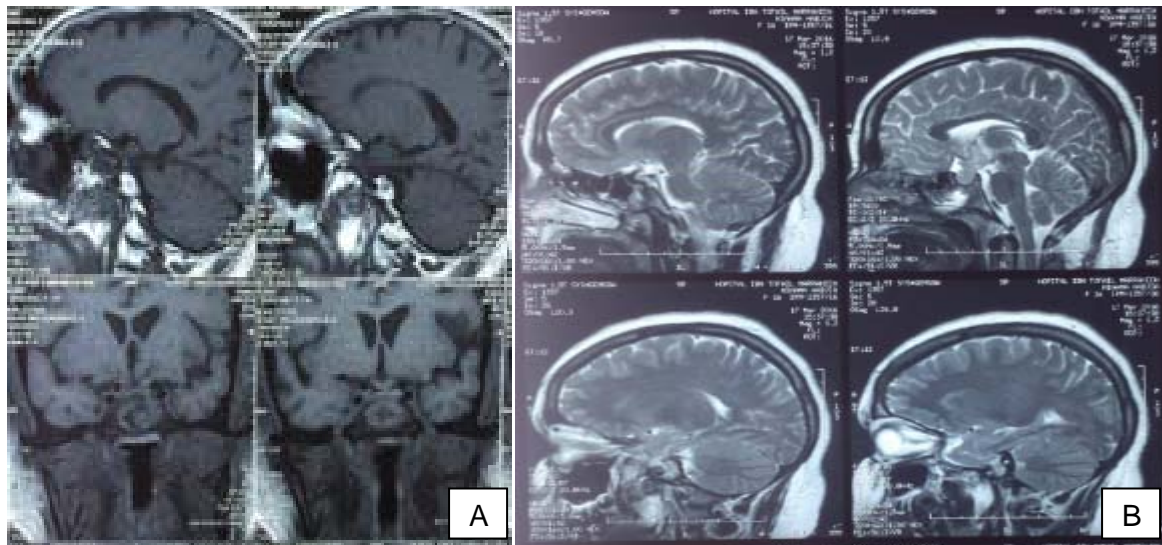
IRM hypophysaire post opératoire coupe sagittale d'un macroadénome objectivant la persistance d'un petit résidu tumoral
